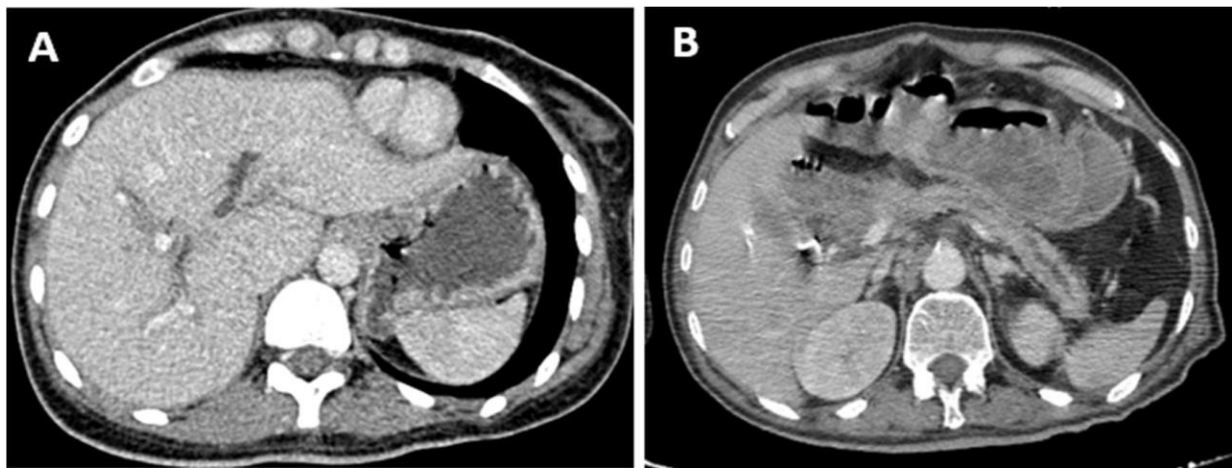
Coupes axiales d'une TDM abdominale réalisée au temps portal d'injection montrant une dilatation modérée des voies biliaires intrahépatiques(A) et du canal de Wirsung avec atrophie du pancréas corporeocaudal (B) dans les suites aiguës d'une DPC.
